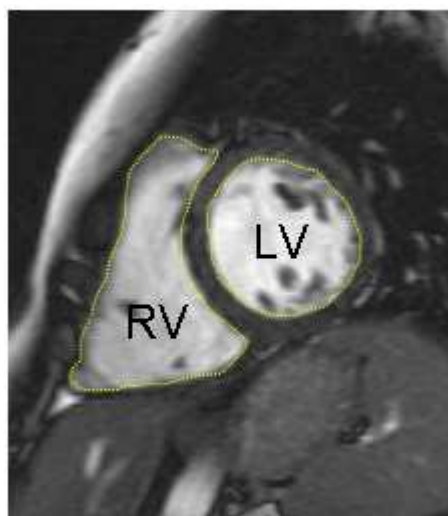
Cine-MRT. Kurze Herzachse zentrale Schicht.
